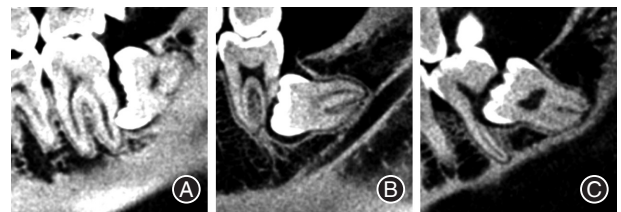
第二磨牙牙根外吸收(ERR)不同分类的影像学表现 A:轻度ERR患牙锥形束CT(CBCT)的表现,可见牙根外侧壁不完整,部分硬组织影像缺如;B:中度ERR患牙的CBCT的表现,可见牙根中下段缺失,且根管影像中断;C:重度ERR患牙CBCT的表现,远中根消失,且已累积髓腔。
